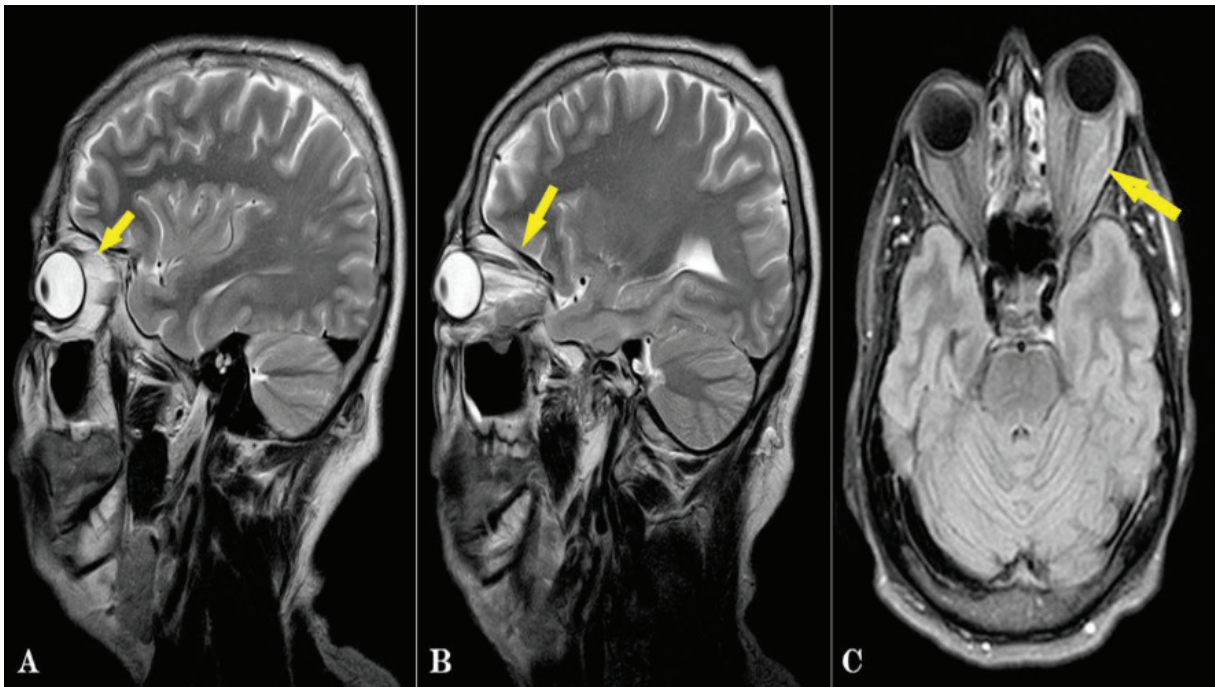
Resonancia magnética de las órbitas. A: globo ocular derecho sin protrusión; B: globo ocular izquierdo con protrusión; C: Comparación del tejido periorbitario en ambos lados.
